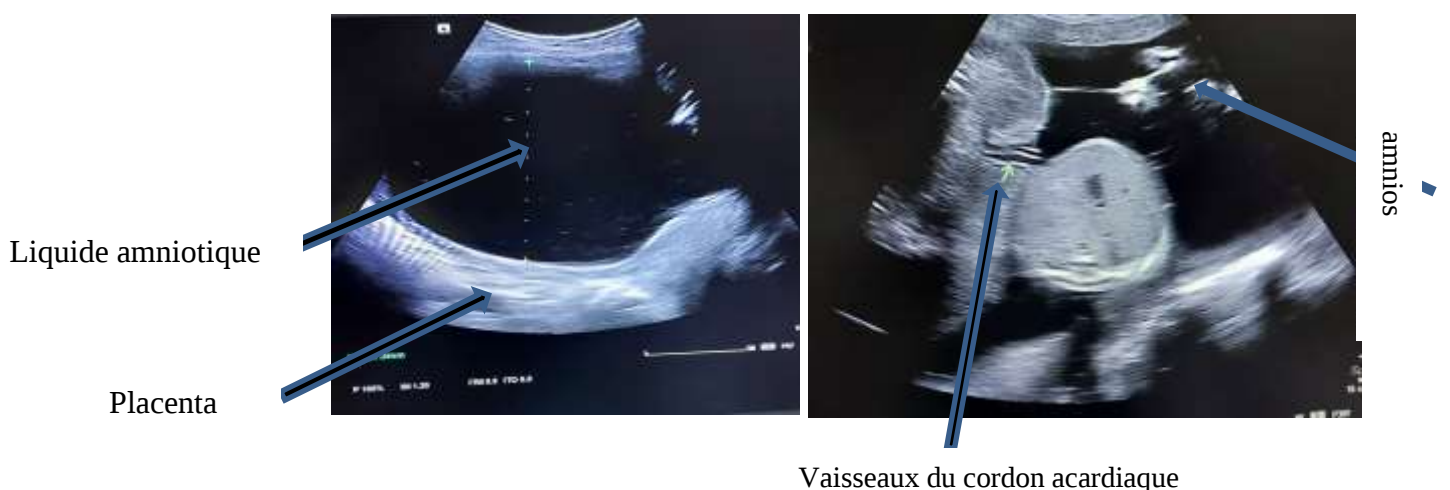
Aspect échographique d'un hydramnios d'une grossesse gémellaire mono choriale bi amniotique placenta postérieur intra utérine évolutive de 26 SA+ 6 jours associée à un aspect de monstre du fœtus 2.
